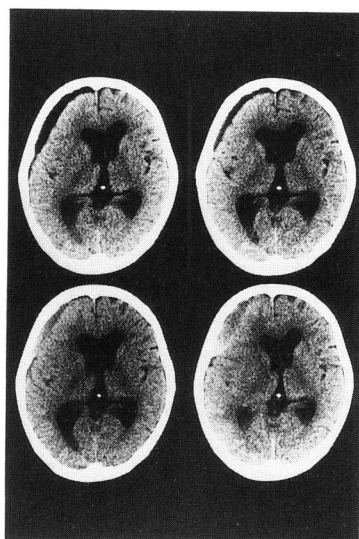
Serial change in CT findings in a case of infantile chronic subdural hematoma.
